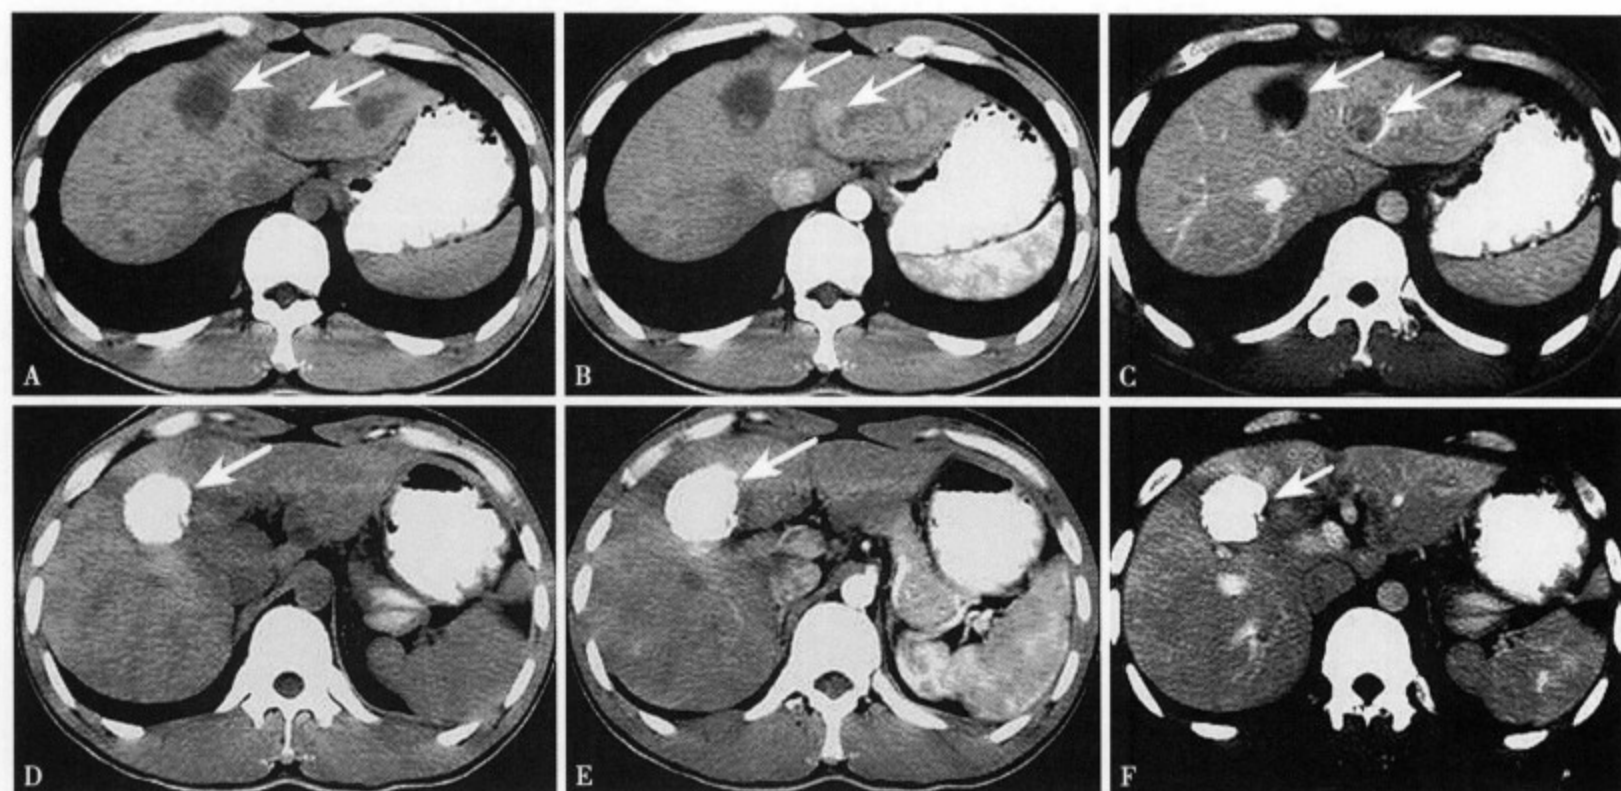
患者男, 29 岁, 肝癌 3 次碘油栓塞治疗后 1 个半月复查: (A)、(B)、(C) 分别为同一层面 CT 平扫及增强扫描动脉期和门静脉期, 见肝右叶前段及肝左叶多发低密度病灶, 动脉期明显强化, 门静脉期密度减低, 为肝癌肝内转移灶。(D)、(E)、(F) 为另一层面, 显示原发灶碘油沉积良好
